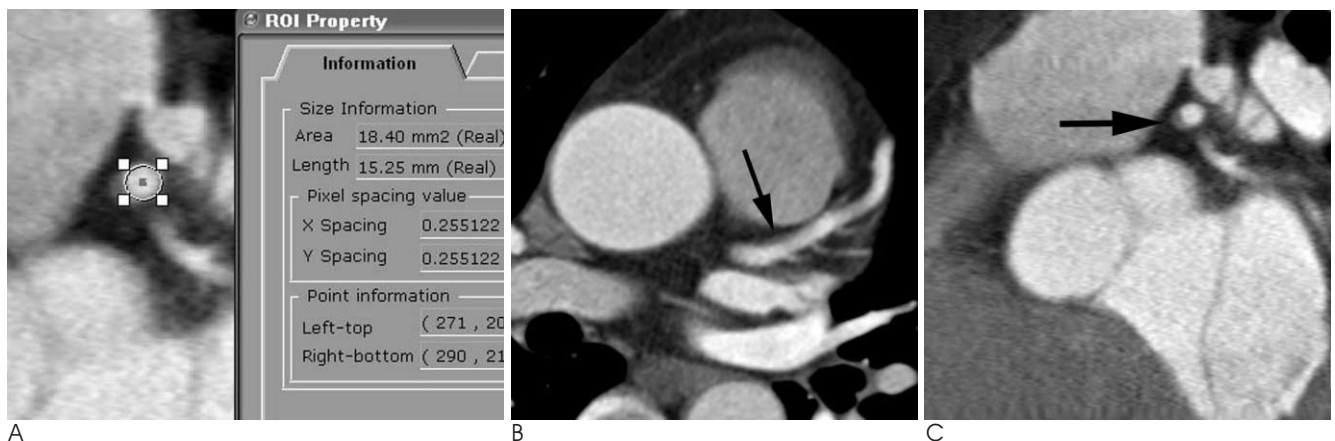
A 47-year-old man with hypertension who underwent screening coronary CT angiography.
